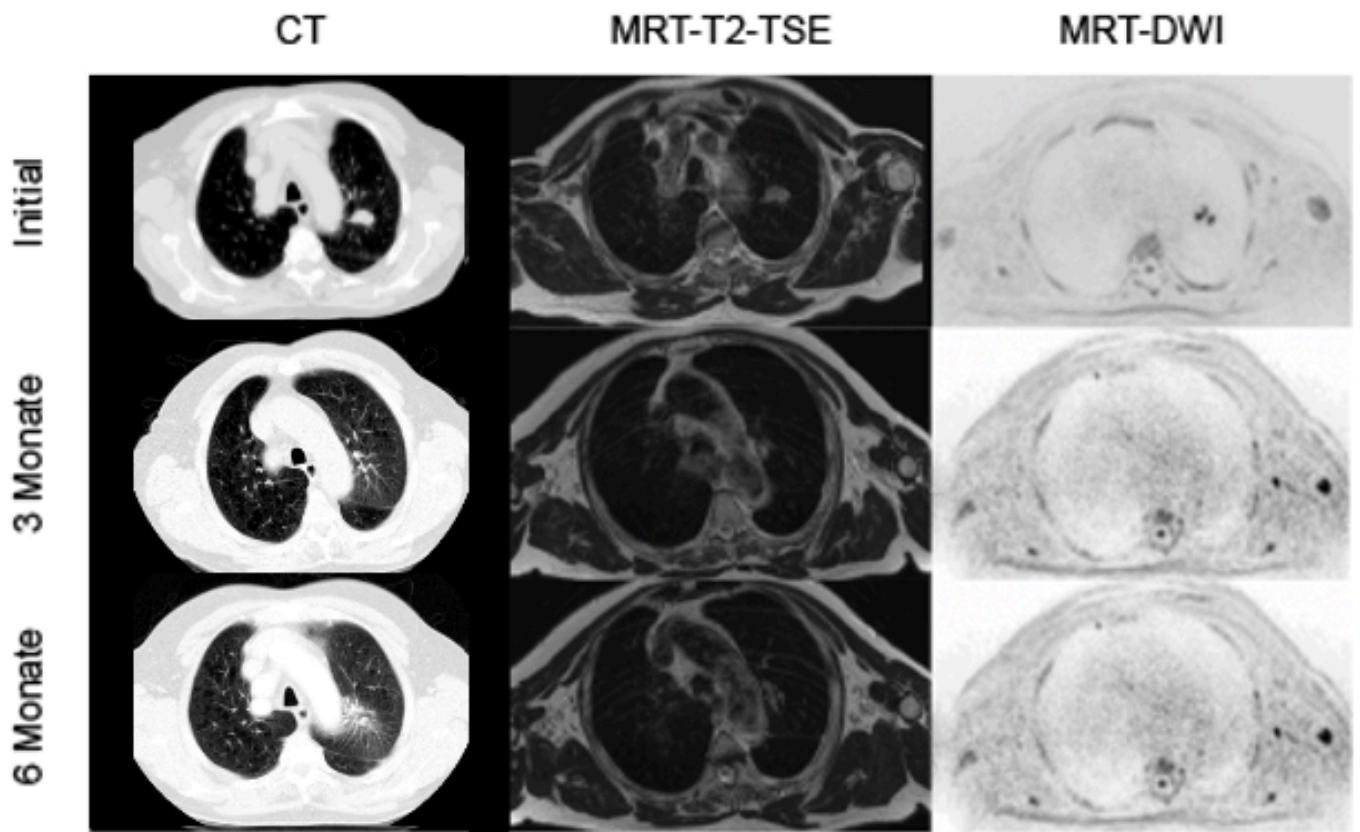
Patient 8; die Übersicht zeigt sehr deutlich, wie sich der Primarius im erfassten Verlauf in allen Modalitäten zurückbildet. Es finden sich zwar bildmorphologische Zeichen einer RILT in der CT, allerdings handelt es sich dabei nur um einen kleinen peritumoralen Bereich, sodass die klinischen Beschwerden des Patienten am ehesten auf die bekannte COPD zurückgeführt werden können.
